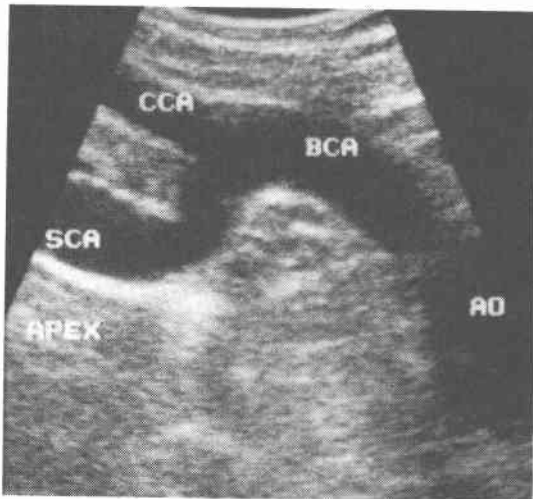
Ultrasonographic picture of right upper mediastinum. Brachiocephalic artery and aortic arch were easily observed. AO: aortic arch
